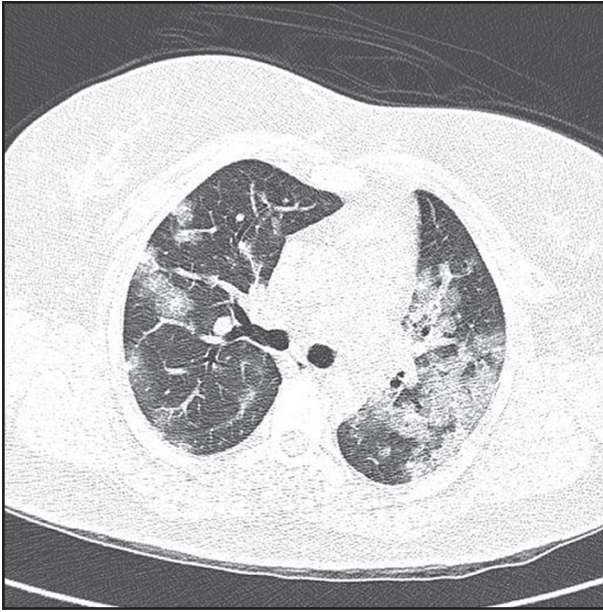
TC do tórax (janela do pulmão) demonstrando opacidades do tipo vidro fosco, de aspecto broncopneumônico, à direita, e coalescentes, à esquerda.
